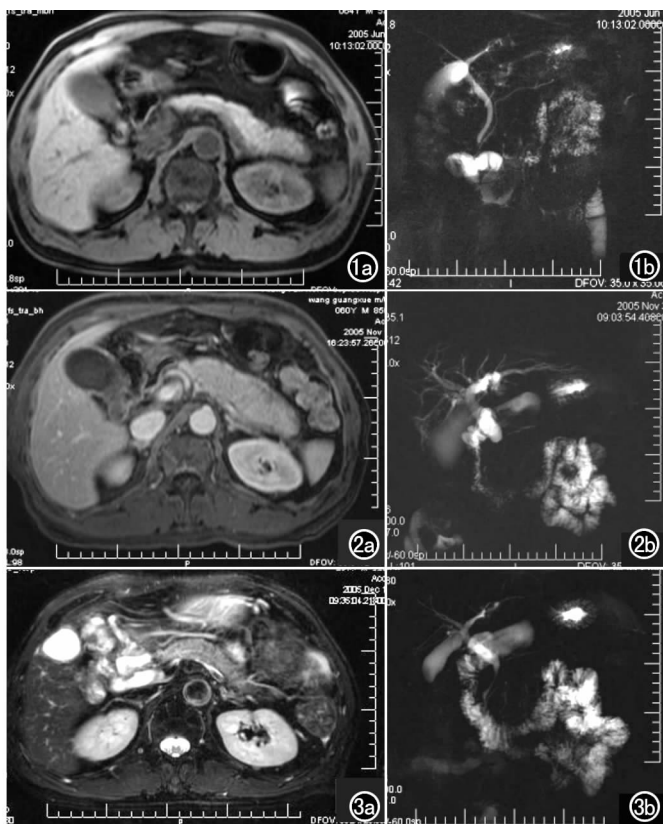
a) MRI T₁WI显示胰尾体积稍增大,实质信号欠均匀;b) MRCP示胰管及肝内外胆管均不扩张,胆囊体积正常。
